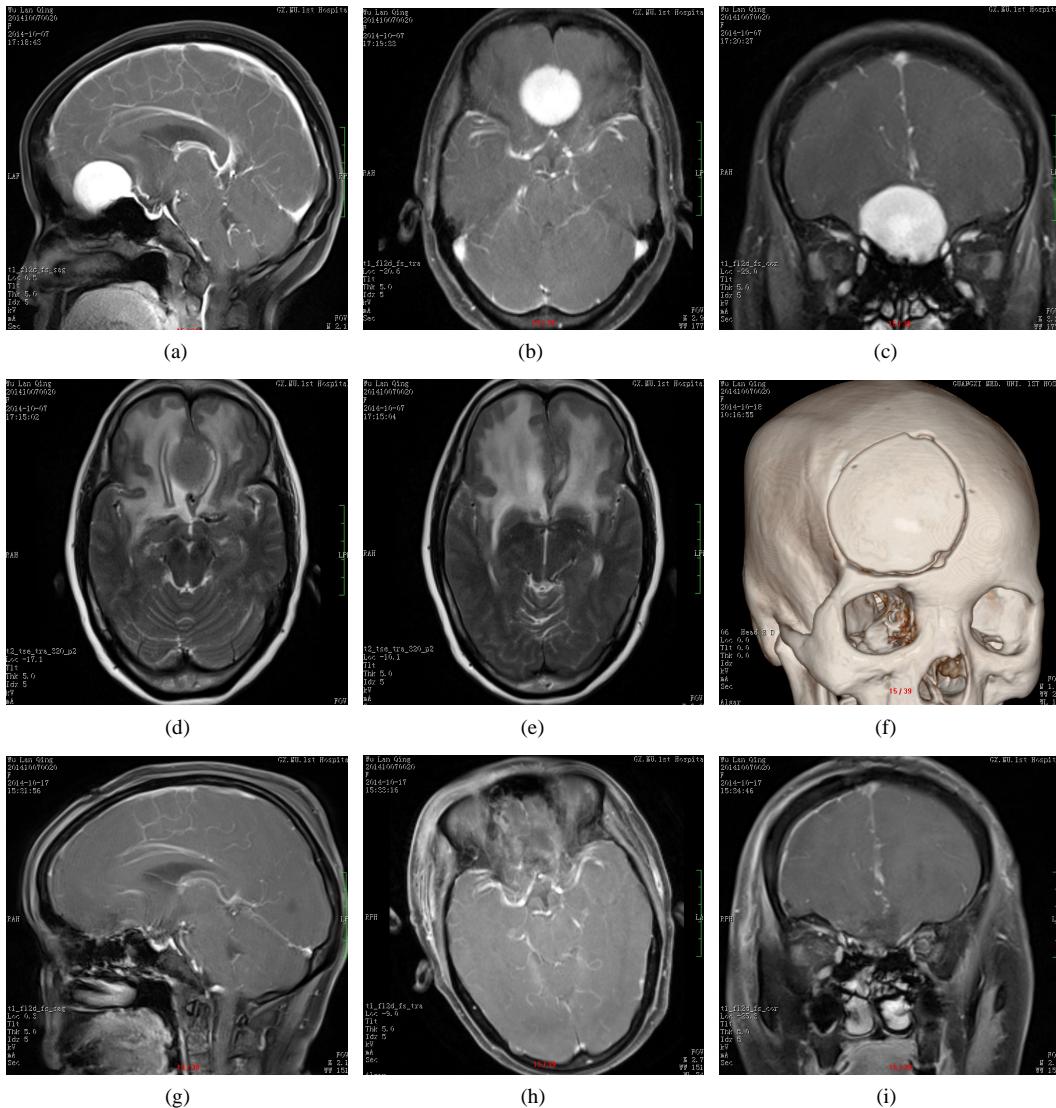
Imaging studies in a 44-year-old woman who developed anosmia and headache over a 7-month period, KPS 80 points. T1-weighted magnetic resonance imaging (MRI) with contrast demonstrated a 3.3 cm × 3.1 cm × 2.9 cm OGM, Tumor boundaries was clear and significantly improved, On a T2-weighted sequence with a slightly low signal, significant peritumoral edema was evident (1-a, 1-b, 1-c, 1-d, 1-e). Postoperative T1-weighted MRI with contrast demonstrated total tumor resection (1-f, 1-g, 1-h, 1-i)
